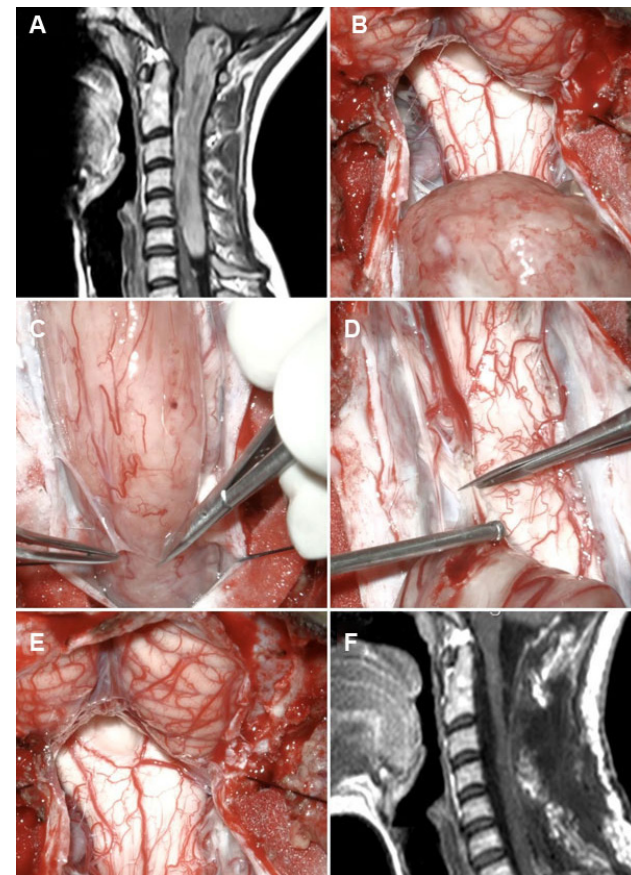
Tumor intradural-extramedular bulbo - C6, schwannoma. A) RM prequirúrgica. B-E) Hallazgos intraoperatorios. F) RM postquirúrgica.
